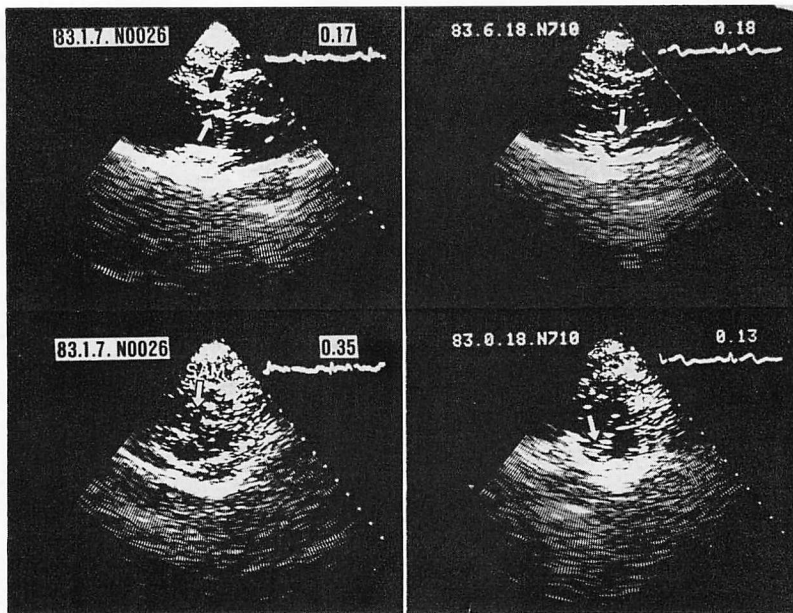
Two dimensional echocardiograms on admission (left panel) and five months later (right panel).
